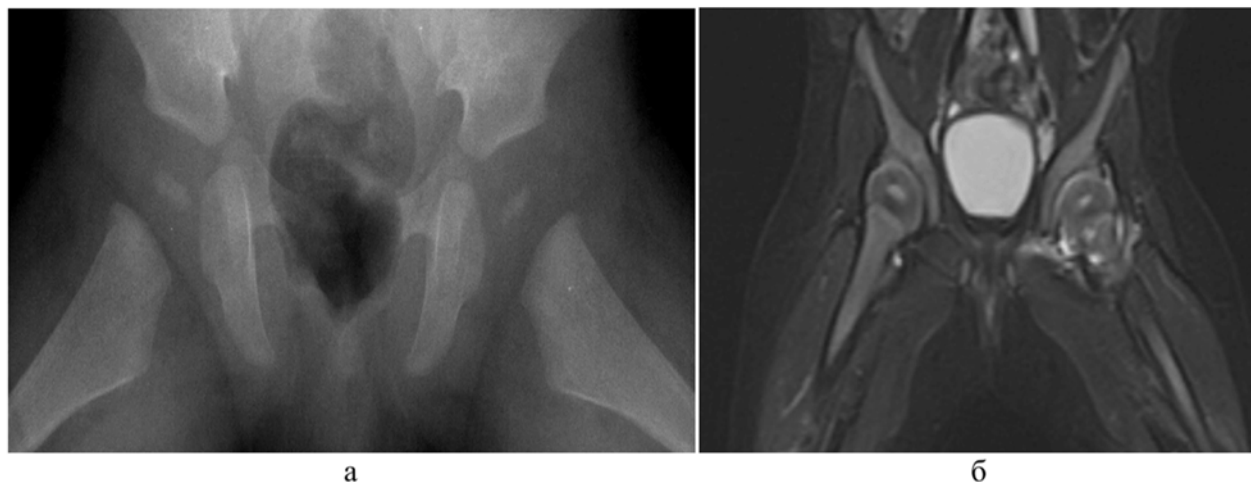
Рентгенограмма в прямой проекции и МР-томограмма тазобедренных суставов пациентки Л. 6 месяцев (выполнены в один день): а – уменьшение и неровность контура ядра окостенения слева на фоне отсутствия деструктивных изменений; б – STIR, COR, выпот и экстраоссальные изменения левого тазобедренного сустава, асимметрия ядер окостенения
